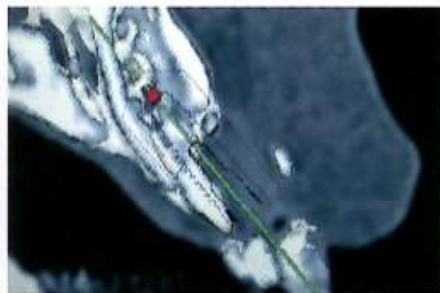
抜歯後のCT所見。骨は唇側面まで吸収していた
